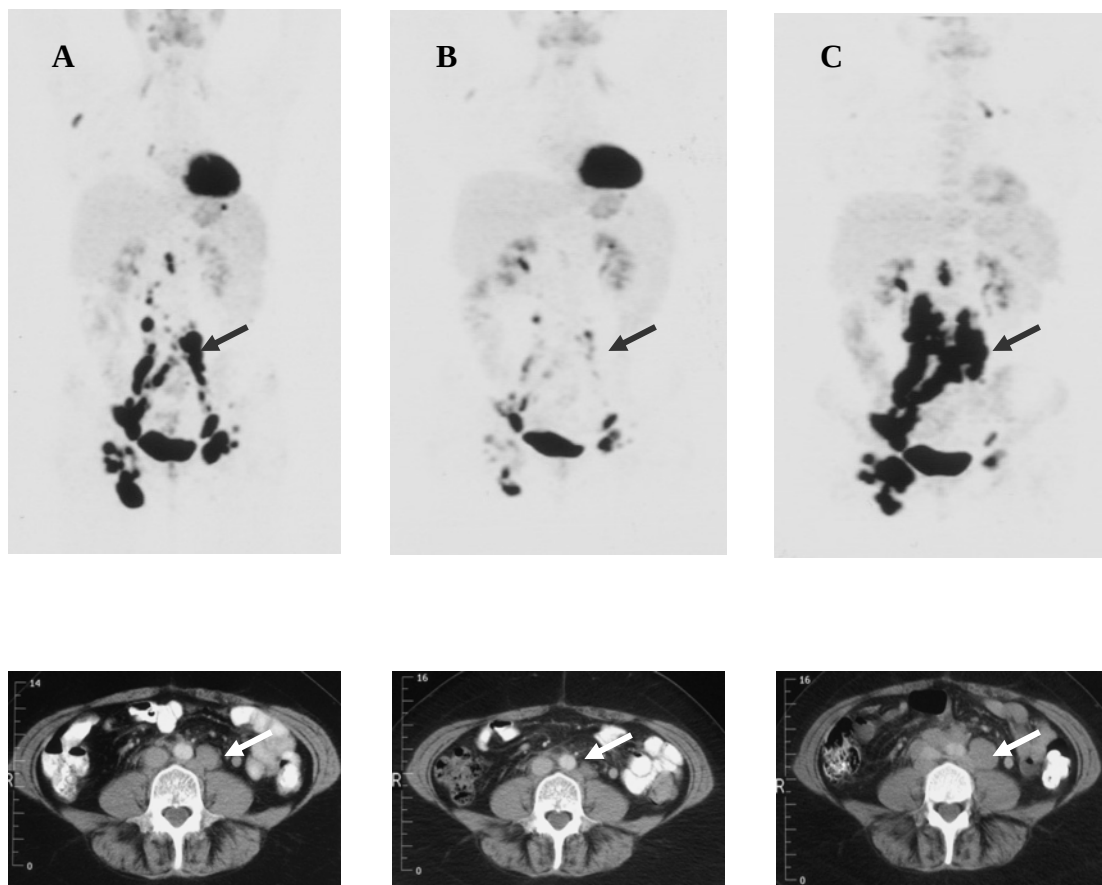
Exemple de maladie résiduelle mise en évidence par la FDG-TEP.
